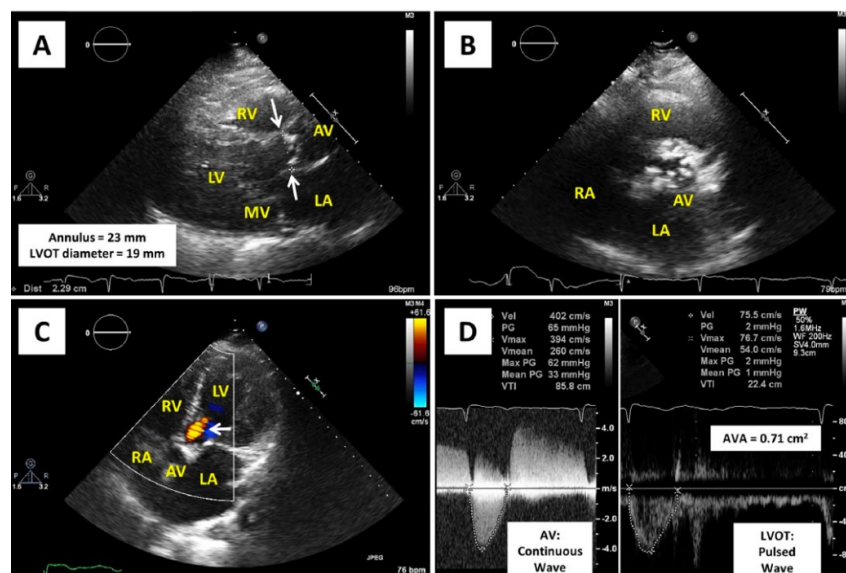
Evaluación de la estenosis aórtica por ecocardiograma transtorácico.
